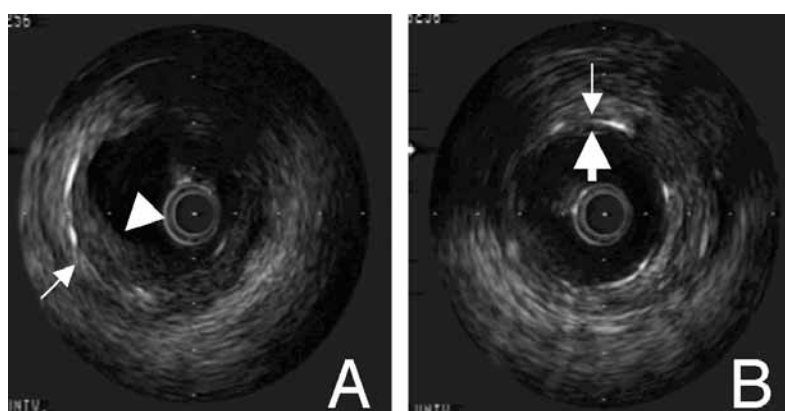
Representative intravascular ultrasound findings 6 months after clinical PCI. Although the panel A (no treatment) shows significantly thickened intima, the panel B (NF- κ B decoy) shows less neointimal formation. arrows: internal elastic lamina, arrowheads: stents
